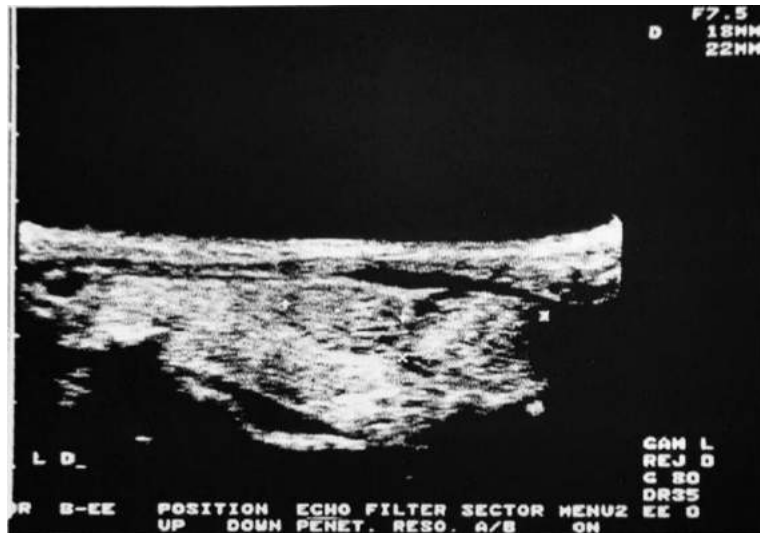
ECOGRAFÍA TIROIDEA. Múltiples lesiones nodulares de pequeño tamaño, difícilmente apreciables por la gammagrafía, en ambos lóbulos tiroideos y con diferentes patrones de ecogenicidad (sólidos, quísticos y mistos).
